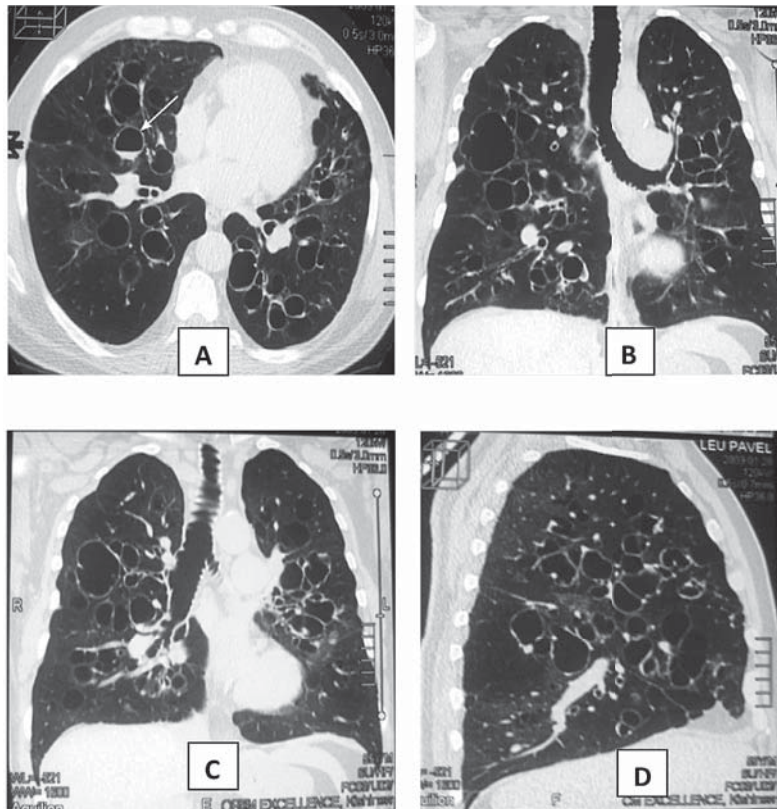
HRCT pulmonară multiple bronșiectazii chistice (semnul “inelului cu pecete”), una dintre bronhiile ectaziate având nivel lichidian (săgeată Fig. 2A). Se remarcă dimensiunile normale ale bronhiilor lobare superioare stânga și faptul că bronșiectaziile încep distal de bronhiile segmentare. Se atestă lipsa completă a cartilajului în bronhiile distale de bronhiile segmentare
